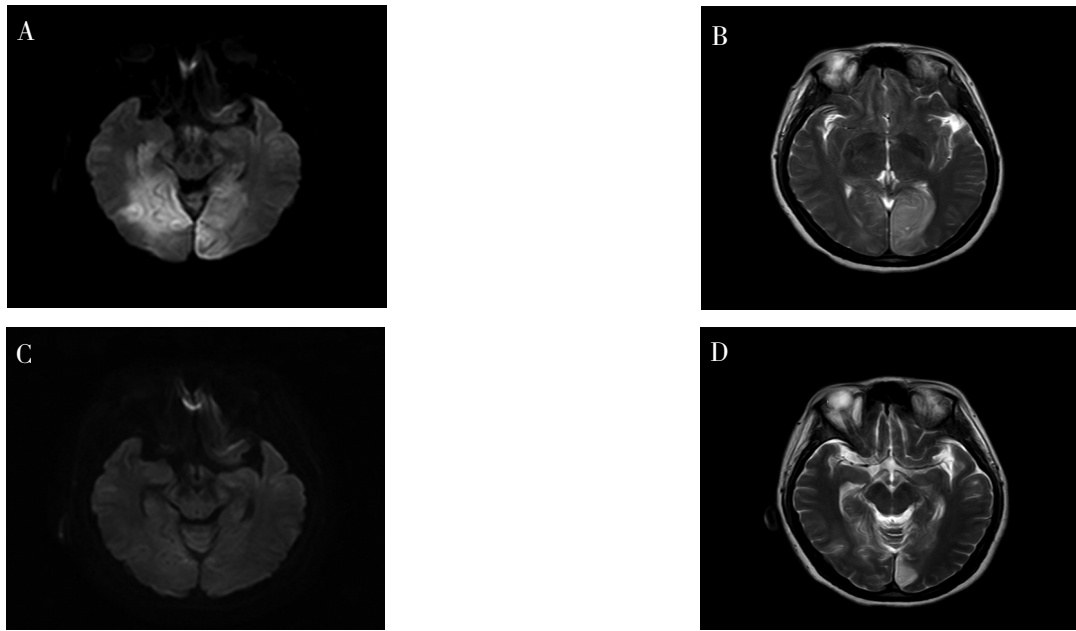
产后子痫合并 PRES 治疗前后的 MRI 比较
